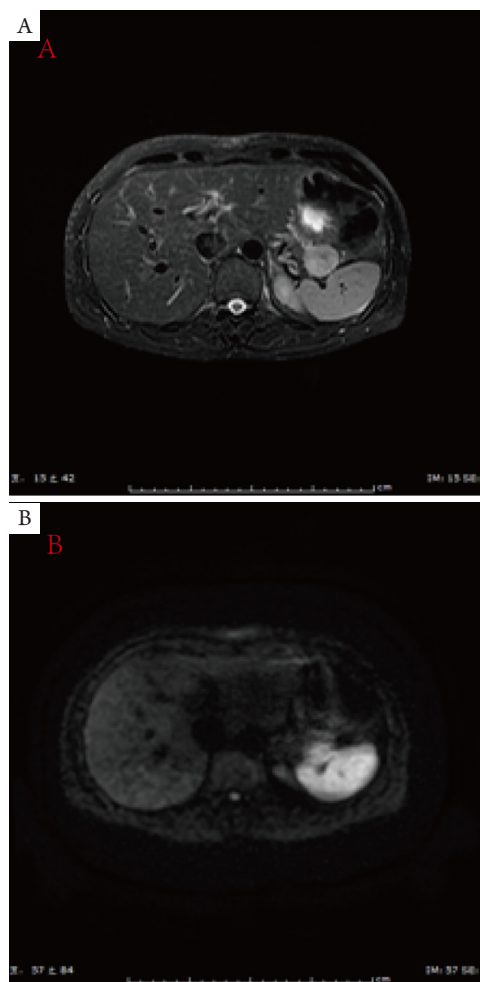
胰腺MRI(A: T2WI; B: DWI)显示胰腺尾部上方可见一类圆形肿块,呈稍长T2信号, DWI上呈高信号
